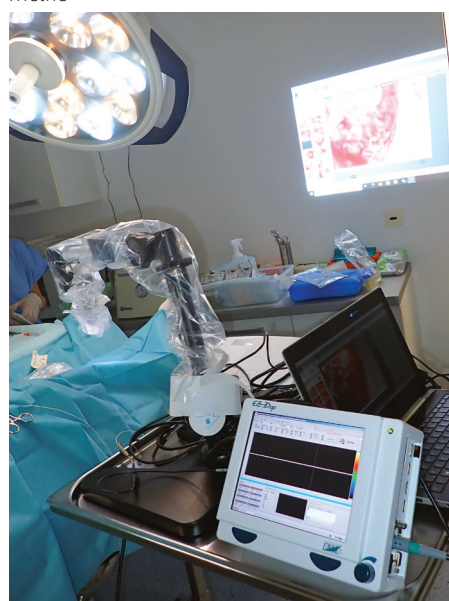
HPmTESE mikrovaskulární Doppler testikulární tkáně
